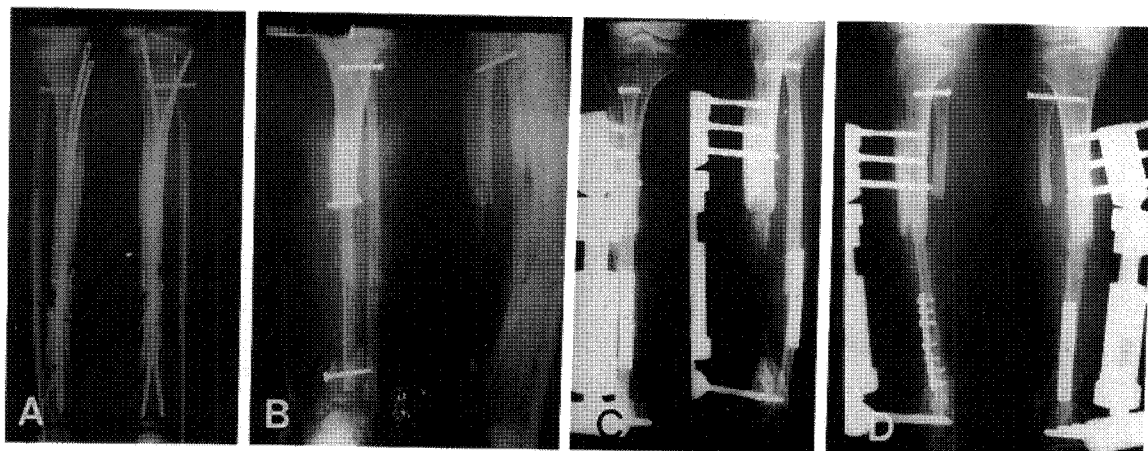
A 23-year-old female, A) Infected nonunion of tibia with Ender nail. B) After vascularized fibular graft and scapular free flap. C) Orthofix fixation after removal of infected fibular graft. D) Follow up X-ray 11 months after pedicled fibular transfer. E) Follow up X-ray 2 years after removal of Orthofix.
